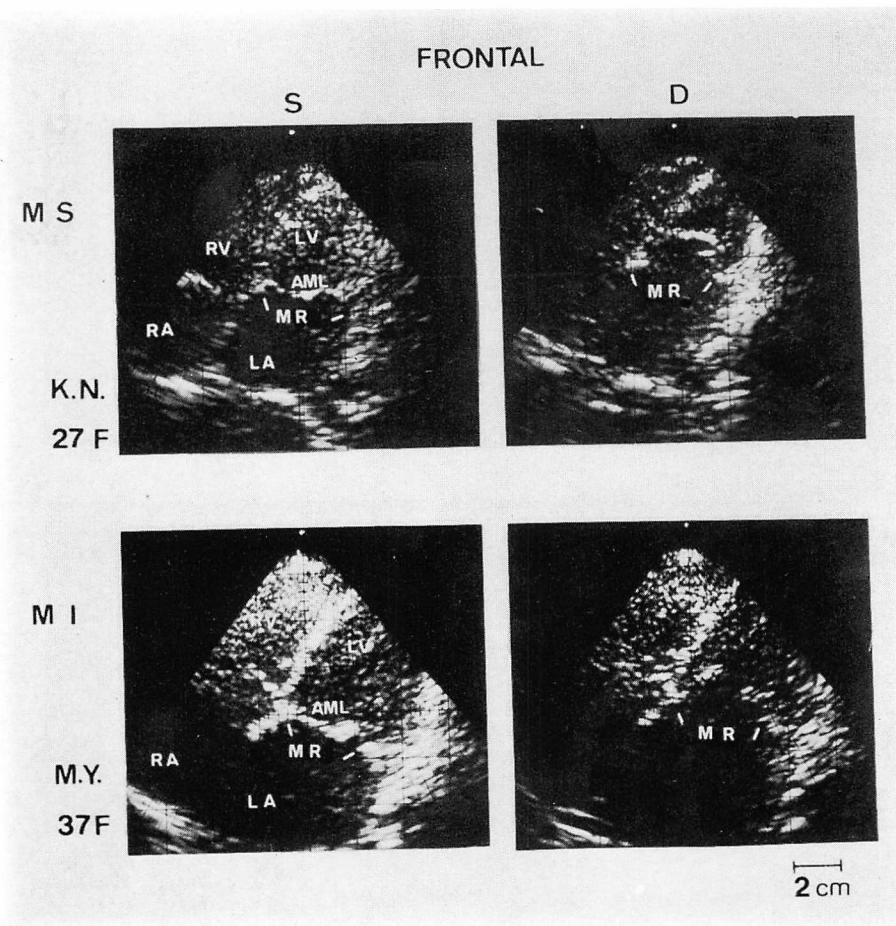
Cross-sectional echocardiograms in the frontal view.
